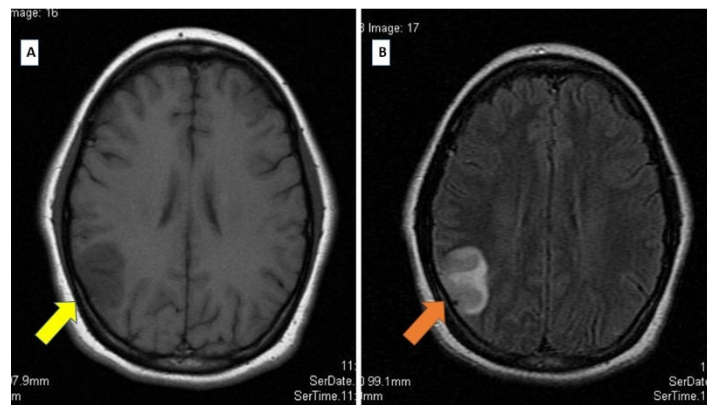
Resonancia magnética de encéfalo simple.* (A) Secuencia en T1 con evidencia de zona de hipointensidad circunscrita en lóbulo parietal derecho (flecha amarilla). (B) Secuencia en FLAIR con zona de hiperintensidad en lóbulo parietal derecho sugerente de ictus hiperagudo tardío (flecha naranja). Se concluye área de infarto con componente de microhemorragia cortical/subcortical.
